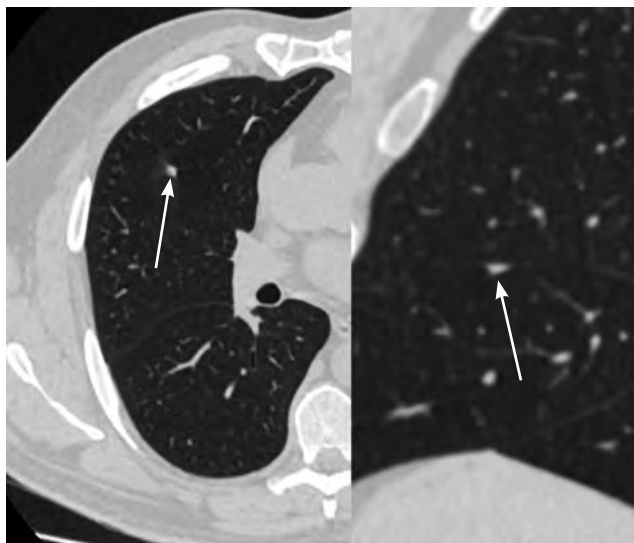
Сканы КТ в аксиальной и сагиттальной плоскостях, легочное окно. Визуализируется очаг солидного типа в средней доле правого легкого (стрелки) размером 6,5 мм, полигональной формы в двух ортогональных проекциях, прикрепленный к междолевой плевре. Очаг полностью соответствует концепции перифиссурального очага, являющегося внутрилегочным лимфоузлом, и не требует наблюдения. Данный очаг был стабилен при КТ, выполненной по общим показаниям (исключение пневмонии) через 5 лет
